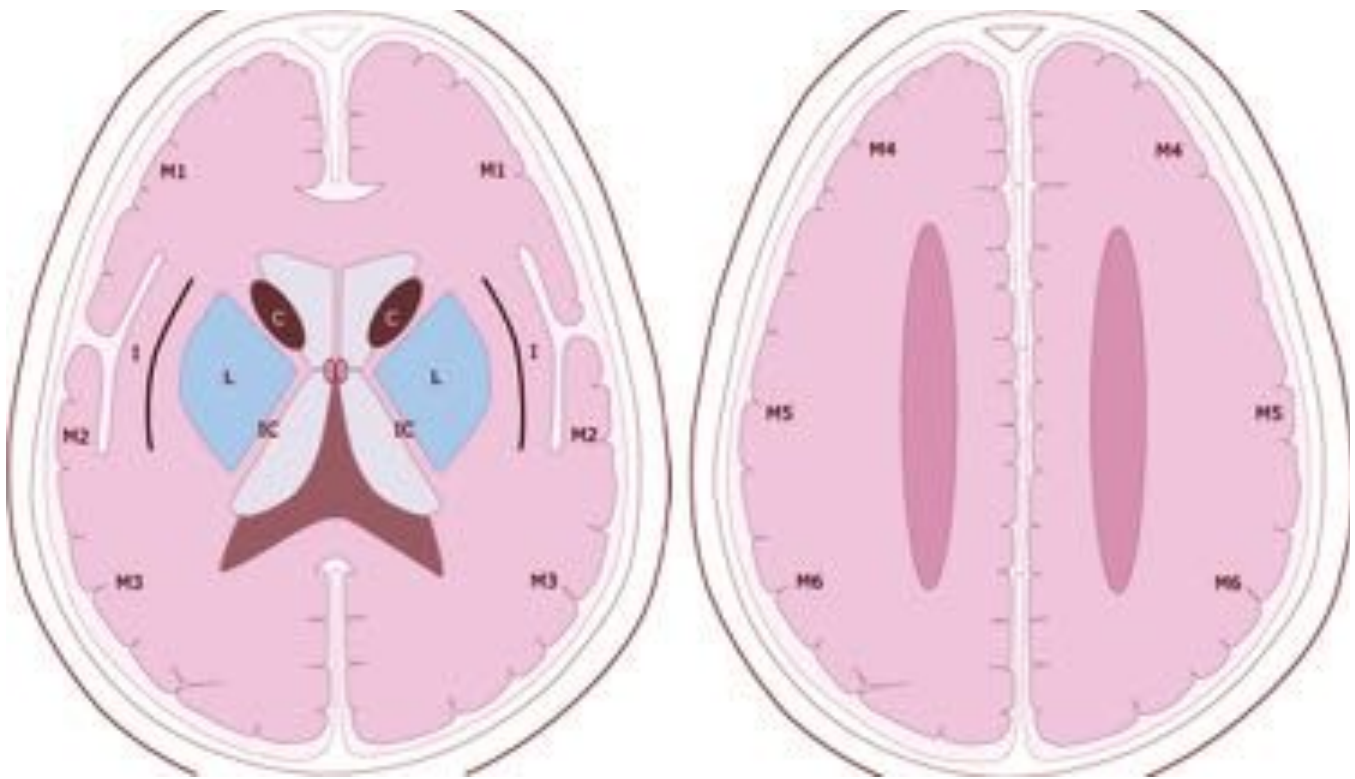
ESCALA ASPECTS.- Corte axial a nivel de ganglios basales y a nivel de centros semiovais.
